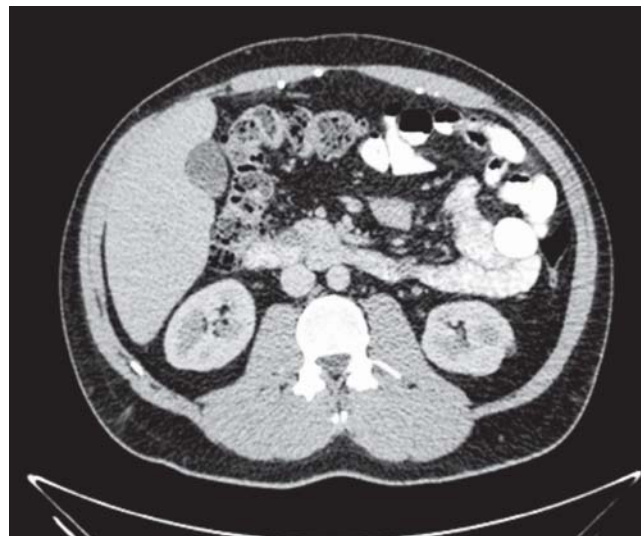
TAC de abdomen doble medio de contraste también sin evidencia de lesiones al año y dos años de PO.
